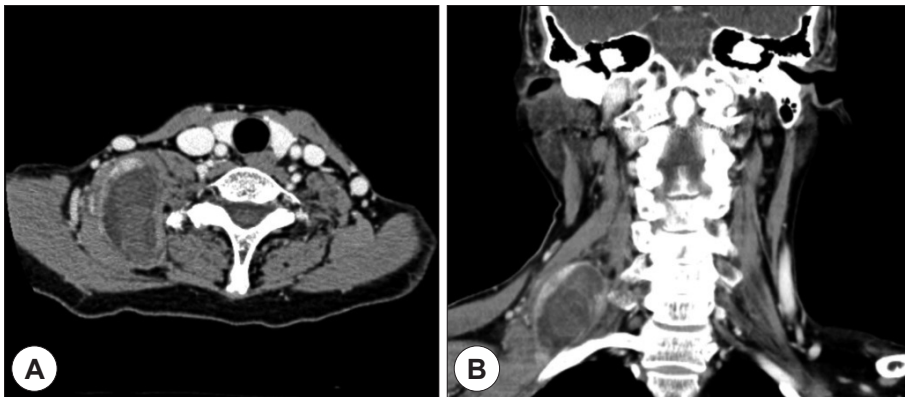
Enhanced CT scan of axial (A) and coronal (B) image shows the 3.0×5.3×5.8 cm sized relatively well defined ovoid mass with internal hemorrhage and peripheral strong enhancement in right neck between scalene and levator scapulae muscles.
